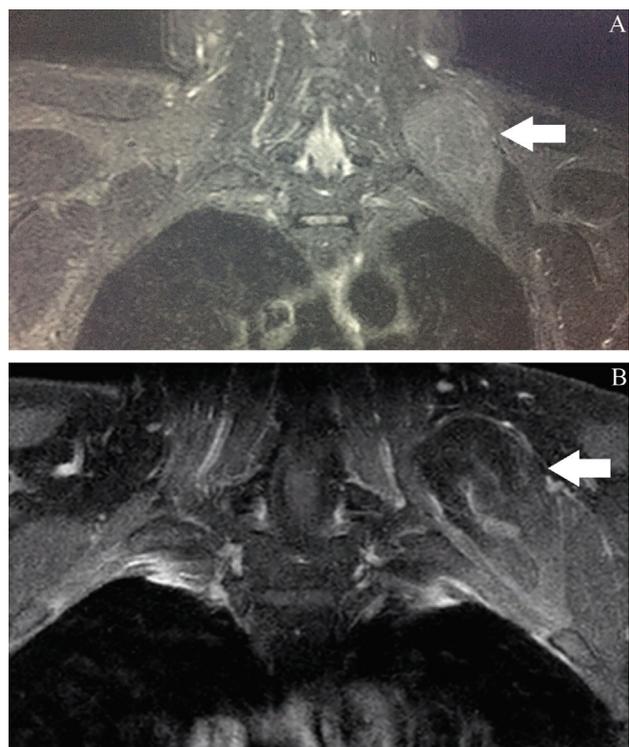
Ressonância magnética no corte coronal na sequência T2 STIR sem contraste em A e T1 FAT SAT com contraste em B demonstrando que a formação expansiva não apresenta realce significativo pelo contraste (setas brancas).
